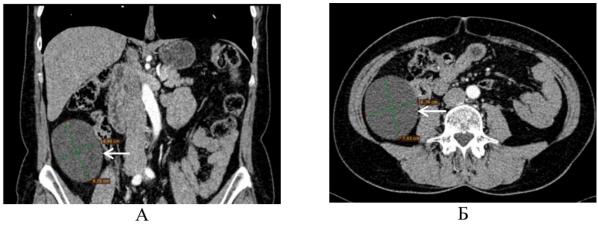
МСКТ с внутривенным контрастированием (A — во фронтальной плоскости, B — в аксиальной плоскости).
